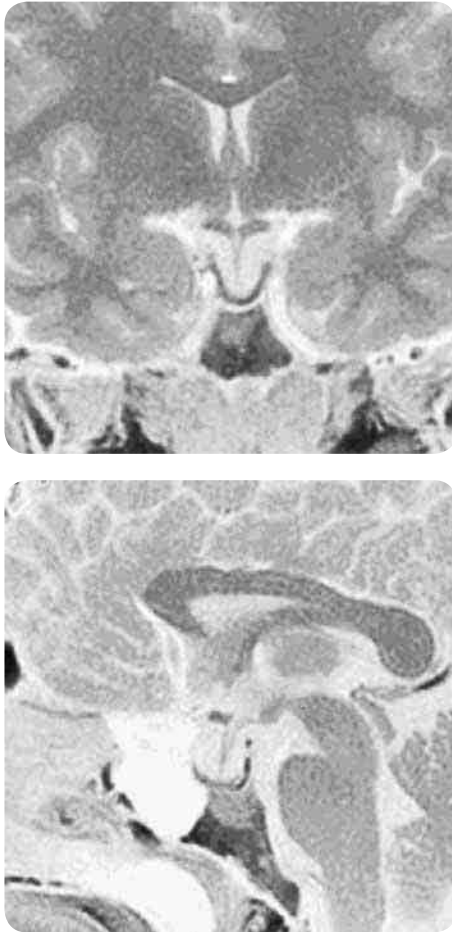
МРТ «пустого» турецкого седла
